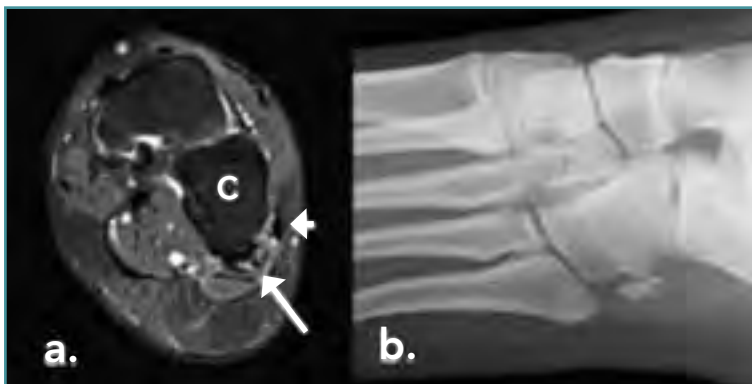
Síndrome del *os peroneum*. Sección coronal potenciada en DP con saturación grasa (a) y Rx simple (b) de un *os peroneum* multifragmentado, con edema de medular ósea, que se visualiza en la RM como hiperseñal en el interior del tendón peroneo largo (flecha larga). Flecha corta: tendón peroneo corto. C: cuboides.
